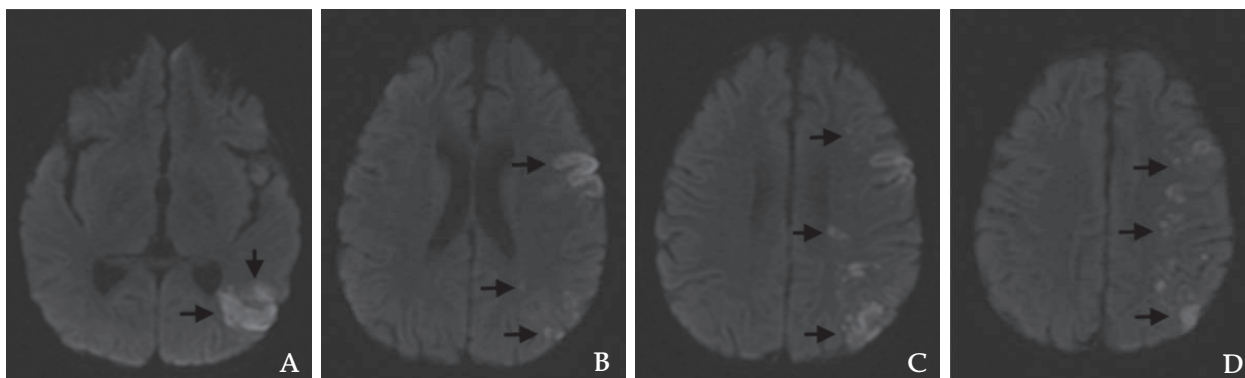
Imagens de RM em cortes axiais na sequência difusão (DWI) evidenciando áreas de infarto em hemisfério cerebral esquerdo (setas) em regiões temporo-occipital (A), frontal e parietal (B-D).
